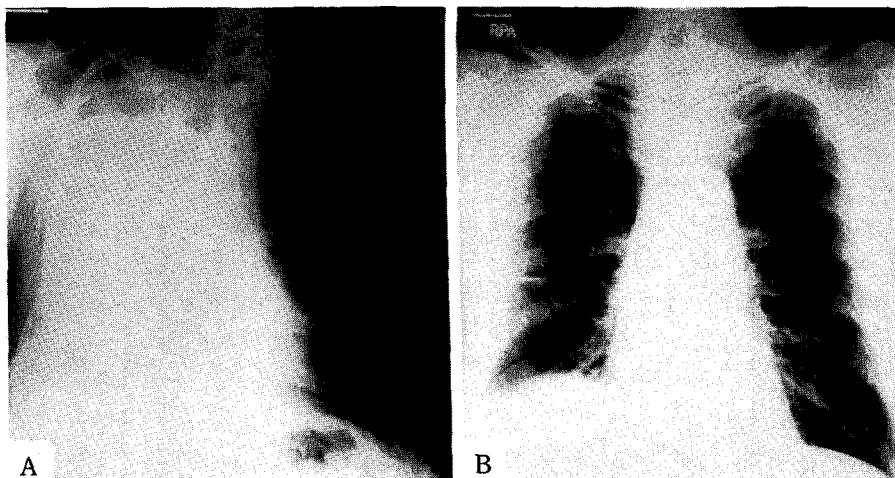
The chest X-ray findings of the same patient as Figure 1 before (A) and after the ethanol therapy (B). (A) shows total atelectasis of right lung with shift of trachea and mediastinum to right, and after the ethanol therapy right lung was reexpanded (B).
